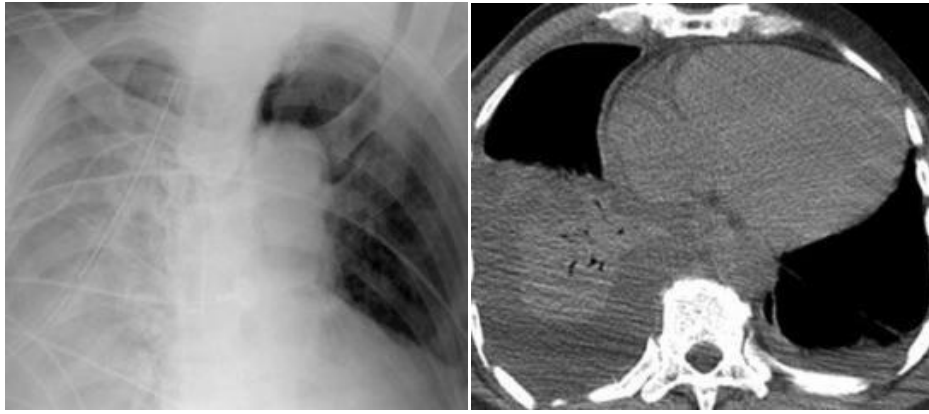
Efusi Pleura CT Scan potongan axial²¹
